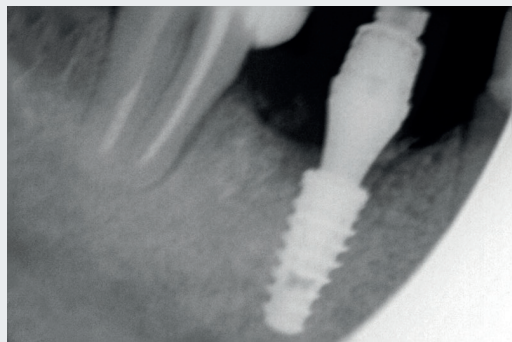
Radiografia periapical atual do implante.
